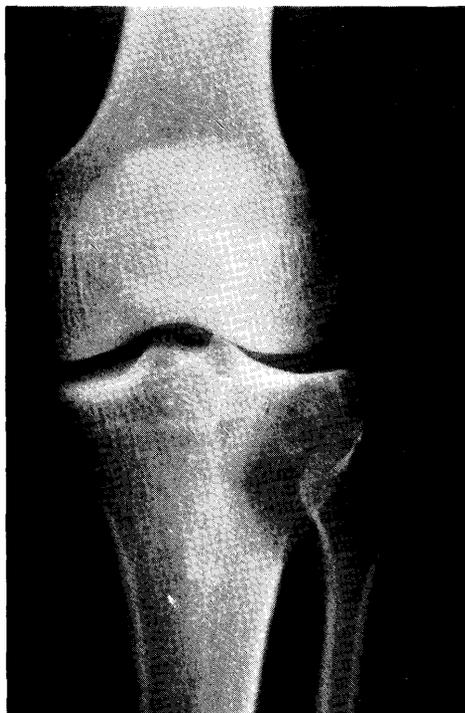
脛骨近位端外側に発生した骨巨細胞腫のX線像
